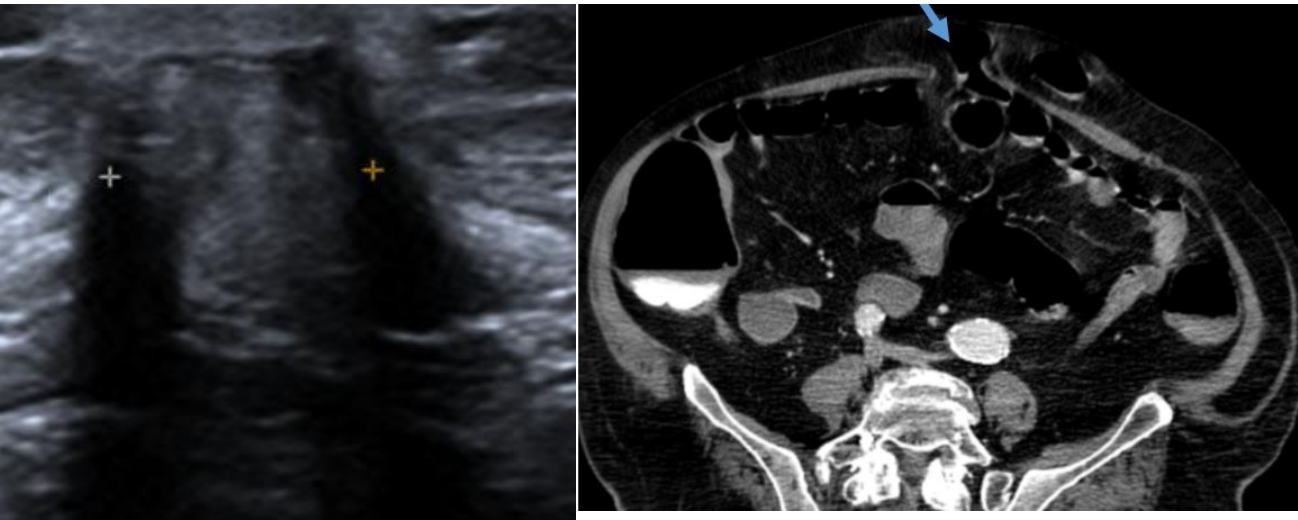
Imagen izquierda. Mujer con masa umbilical dolorosa. Ecografía de pared abdominal muestra una hernia umbilical con un cuello de aprox 1.5cm (entre cruces) irreductible, que contiene únicamente grasa omental de aspecto hiperecogénico, lo que sugiere hernia umbilical complicada.
